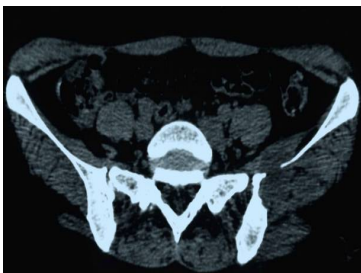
Coupe axiale d'une TDM du bassin
